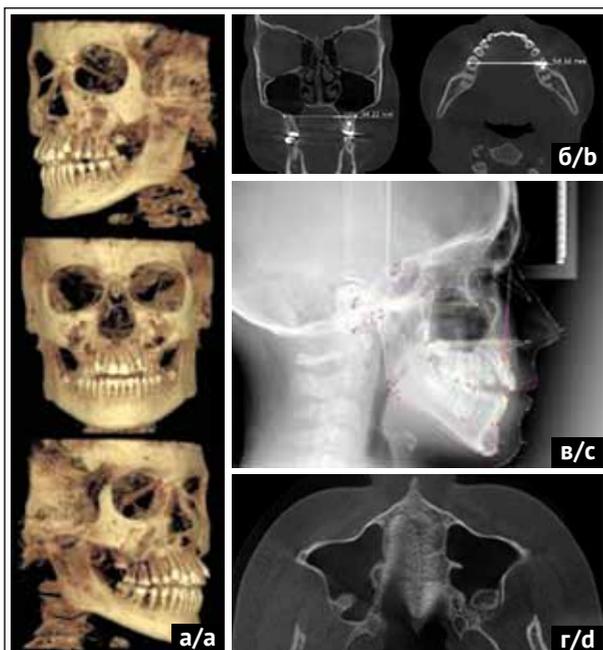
Диагностические данные: а) КЛКТ; б) поперечные размеры верхней и нижней челюсти; в) телерентгенограмма в боковой проекции; г) стадия D созревания срединного небного шва
